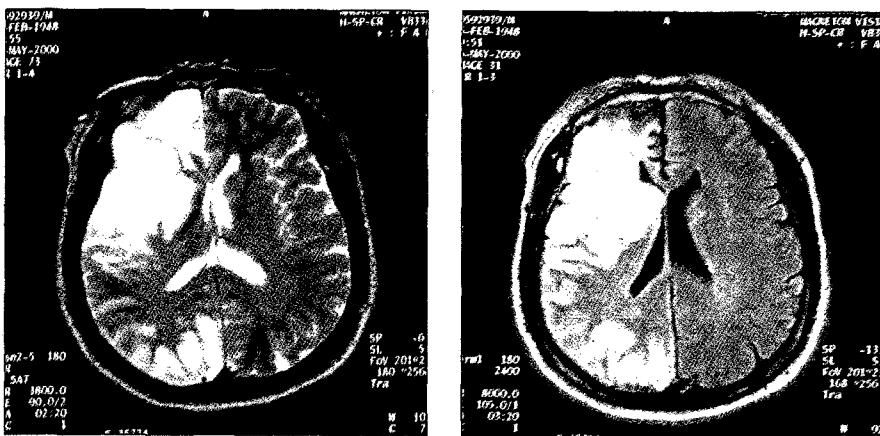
Patient's Brain Lesions at Brain MRI
